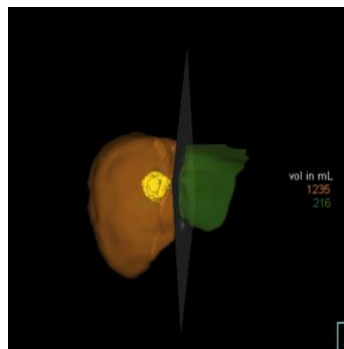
Хворий Т. 3D КТ зображення. Перихілярна ХК (виділено жовтим кольором). Розподіл печінки по потенційній лінії резекції на праву частку + медіальну секцію та на латеральну секцію
